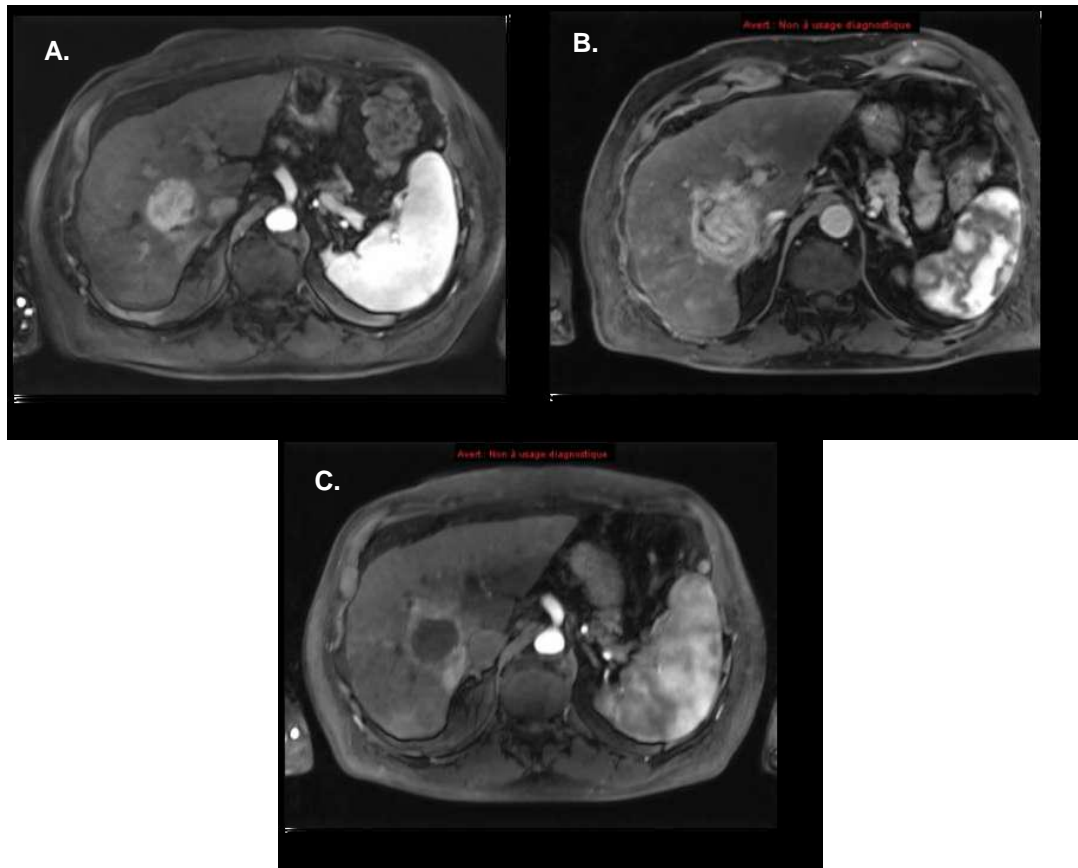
Planches d'IRM hépatiques du patient n°2 de l'essai IDASPHERE ; A. au diagnostic (décembre 2009) ; B. 2 mois après CHE avec microsphères chargées avec 50 mg de doxorubicine, la lésion à la jonction des segments VI et I a augmenté de taille puisqu'elle est mesurée à 4,9 cm x 3,8 cm (mars 2010) ; C. 2 mois après CHE IDASPHERE, aspect de réponse complète de la lésion avec diminution de ses dimensions (4,1 cm contre 4,9 cm précédemment).
